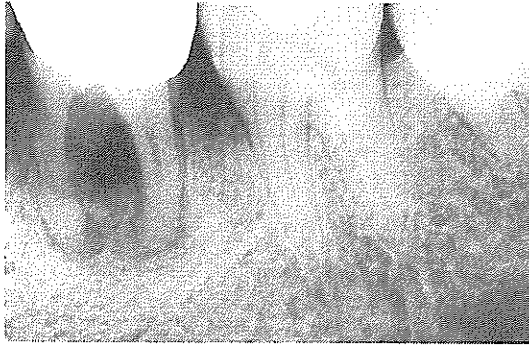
하악 좌측 제 1대구치에 치근단을 포함한 수직적 골 결손을 보이는 술전 방사선 사진
